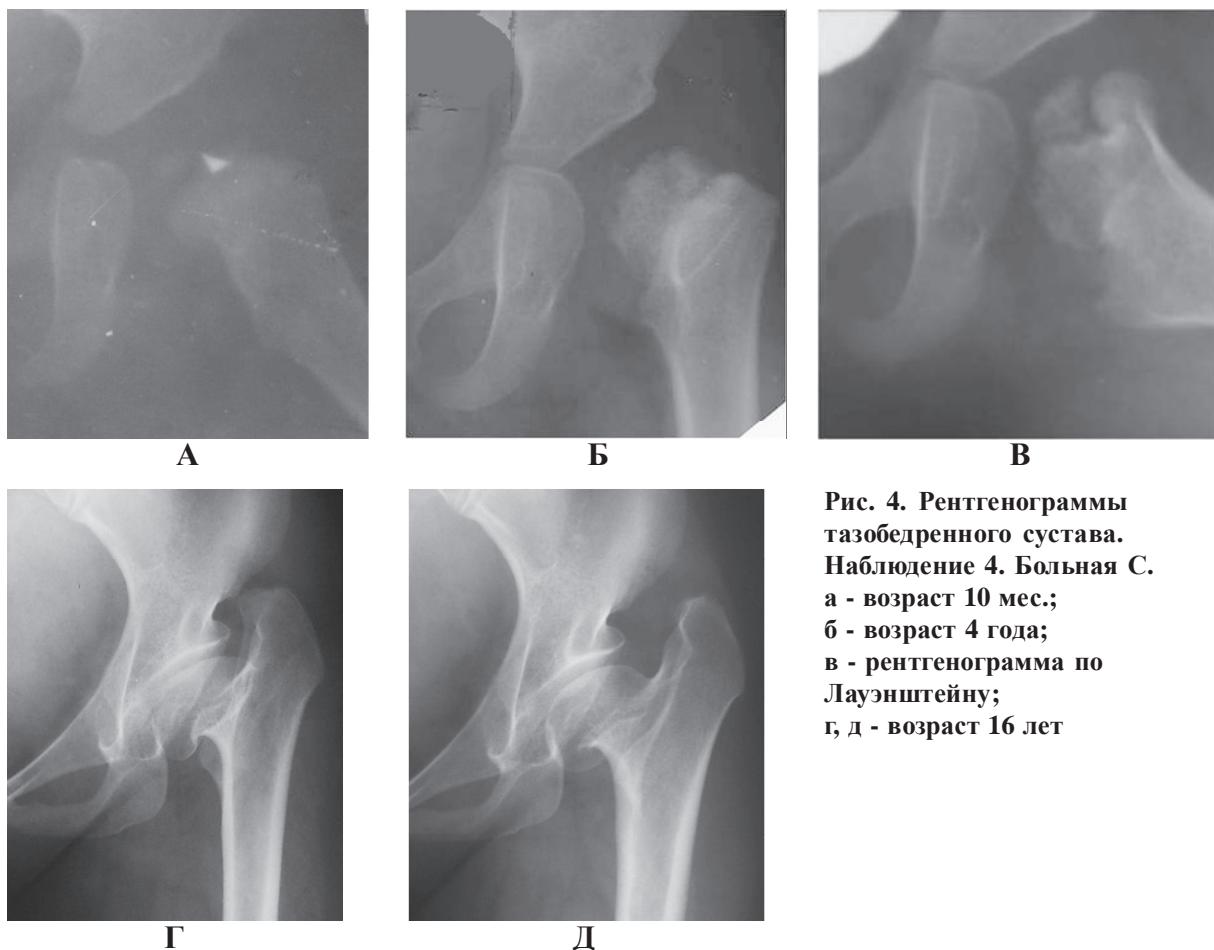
Рентгенограммы тазобедренного сустава. Наблюдение 4. Больная С.
